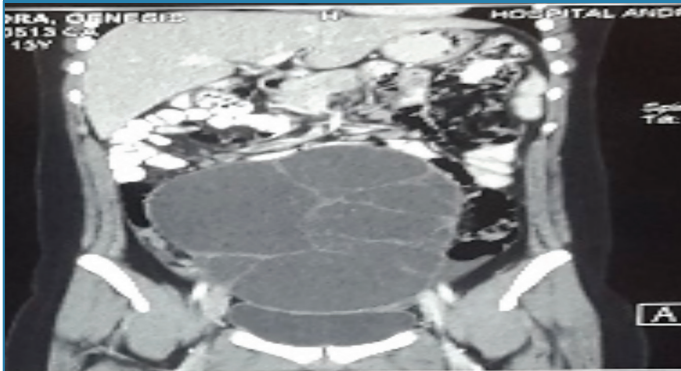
Tomografía Computada de Abdomen
